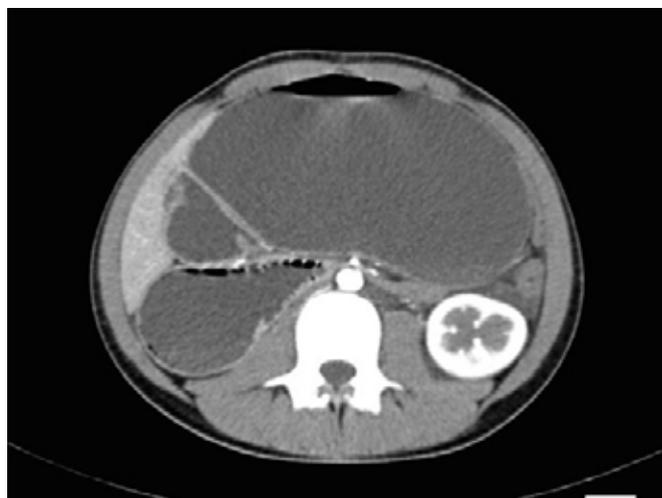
TC abdominal corte axial evidenciando dilatação gástrica e duodenal com ponto de compressão duodenal entre aorta e artéria mesentérica superior.
